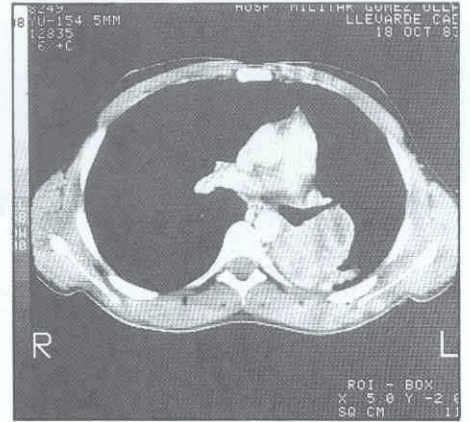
TAC TORACICO: Se observa la oclusión de la luz del bronquio del L.I.I. que está atelectásico. Igualmente se observan adenopatías hiliares izquierdas.
